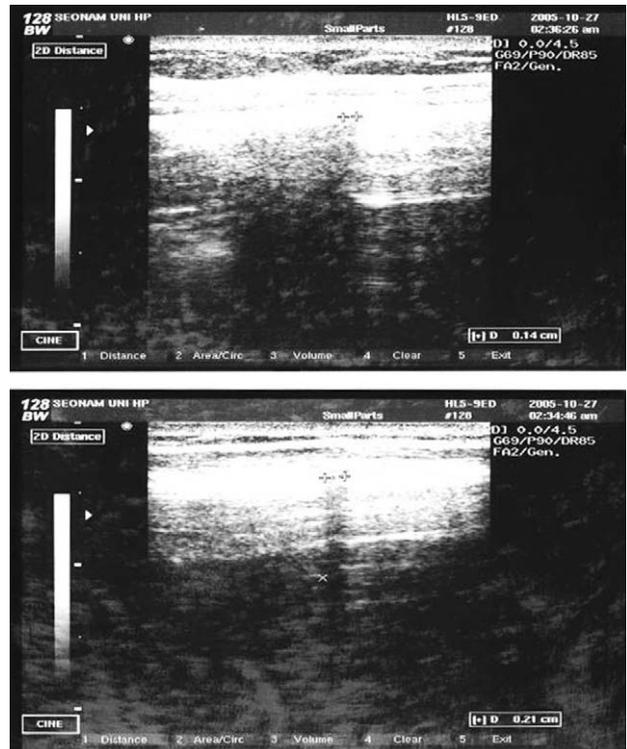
40-year old man with back pain during playing golf. Ultrasound shows discontinuity of cortical margin of left fifth rib.
